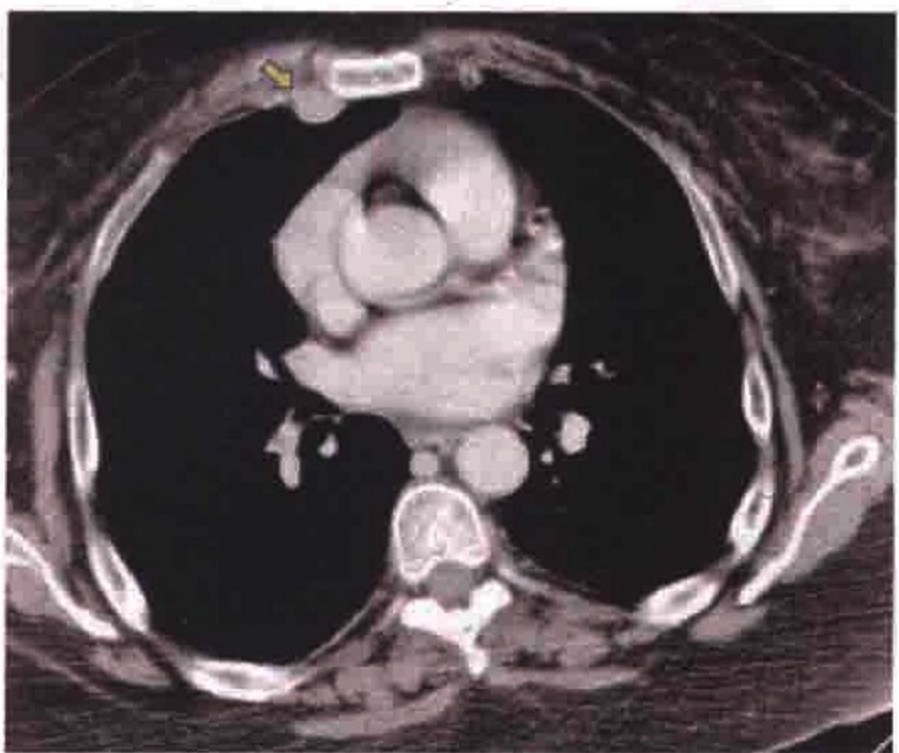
横轴位 CT 图像示卵巢癌患者右侧心包淋巴结肿大 (箭)
